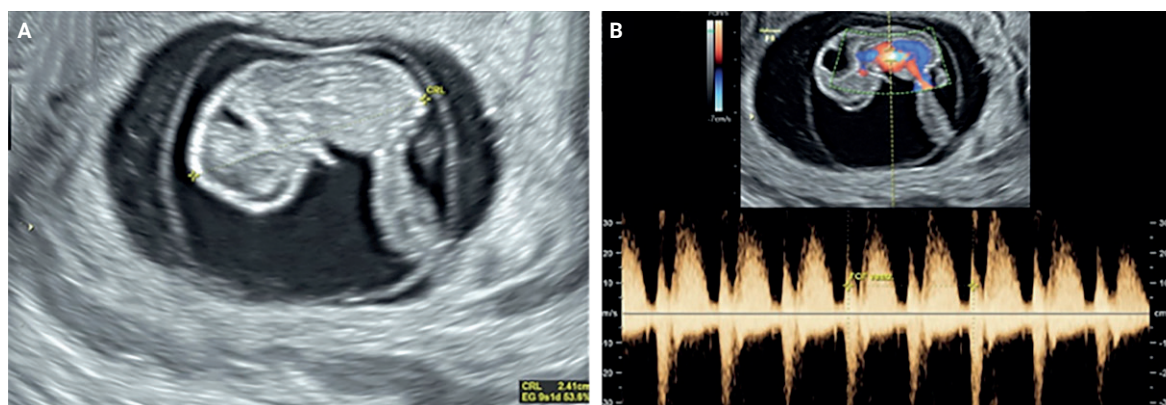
Ecografía endovaginal en plano longitudinal. A) Longitud cráneo caudal acorde con las semanas de gestación: 24.1 mm para 9.1 semanas. B) Doppler color que muestra el área cardíaca única, intratorácica y el circuito circulatorio.
